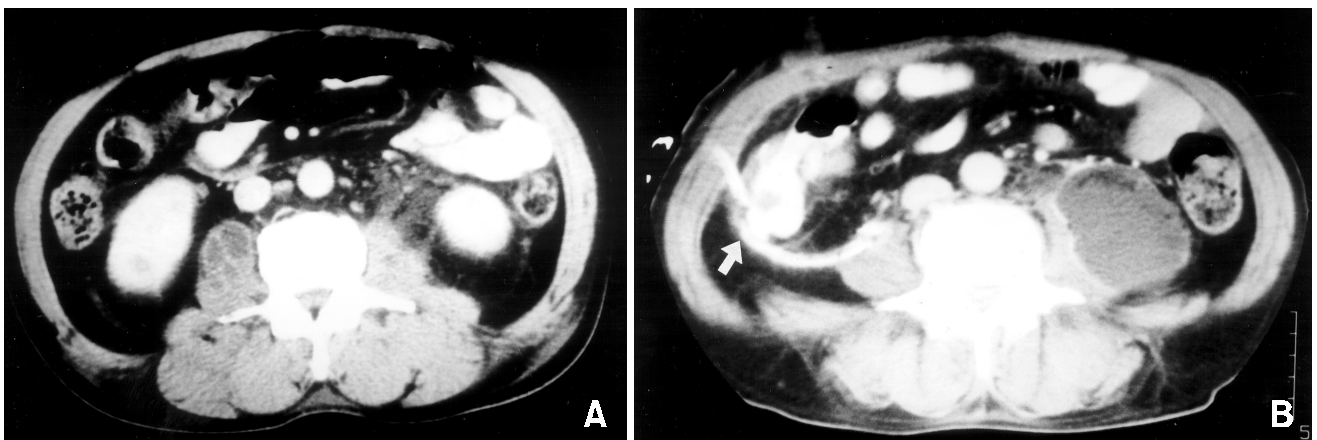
Case 2. Computerized tomography shows small and multilobulated abscess in right psoas muscle (A) and huge abscess in left iliopsoas muscle which was developed sequentially by 10 days interval (B). The arrow indicates the drain tube in the right psoas abscess cavity.
